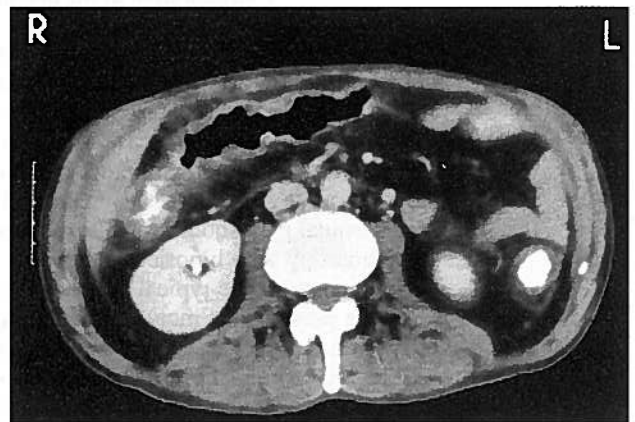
TAC abdominal: espessamento marcado na parede do colon direito
